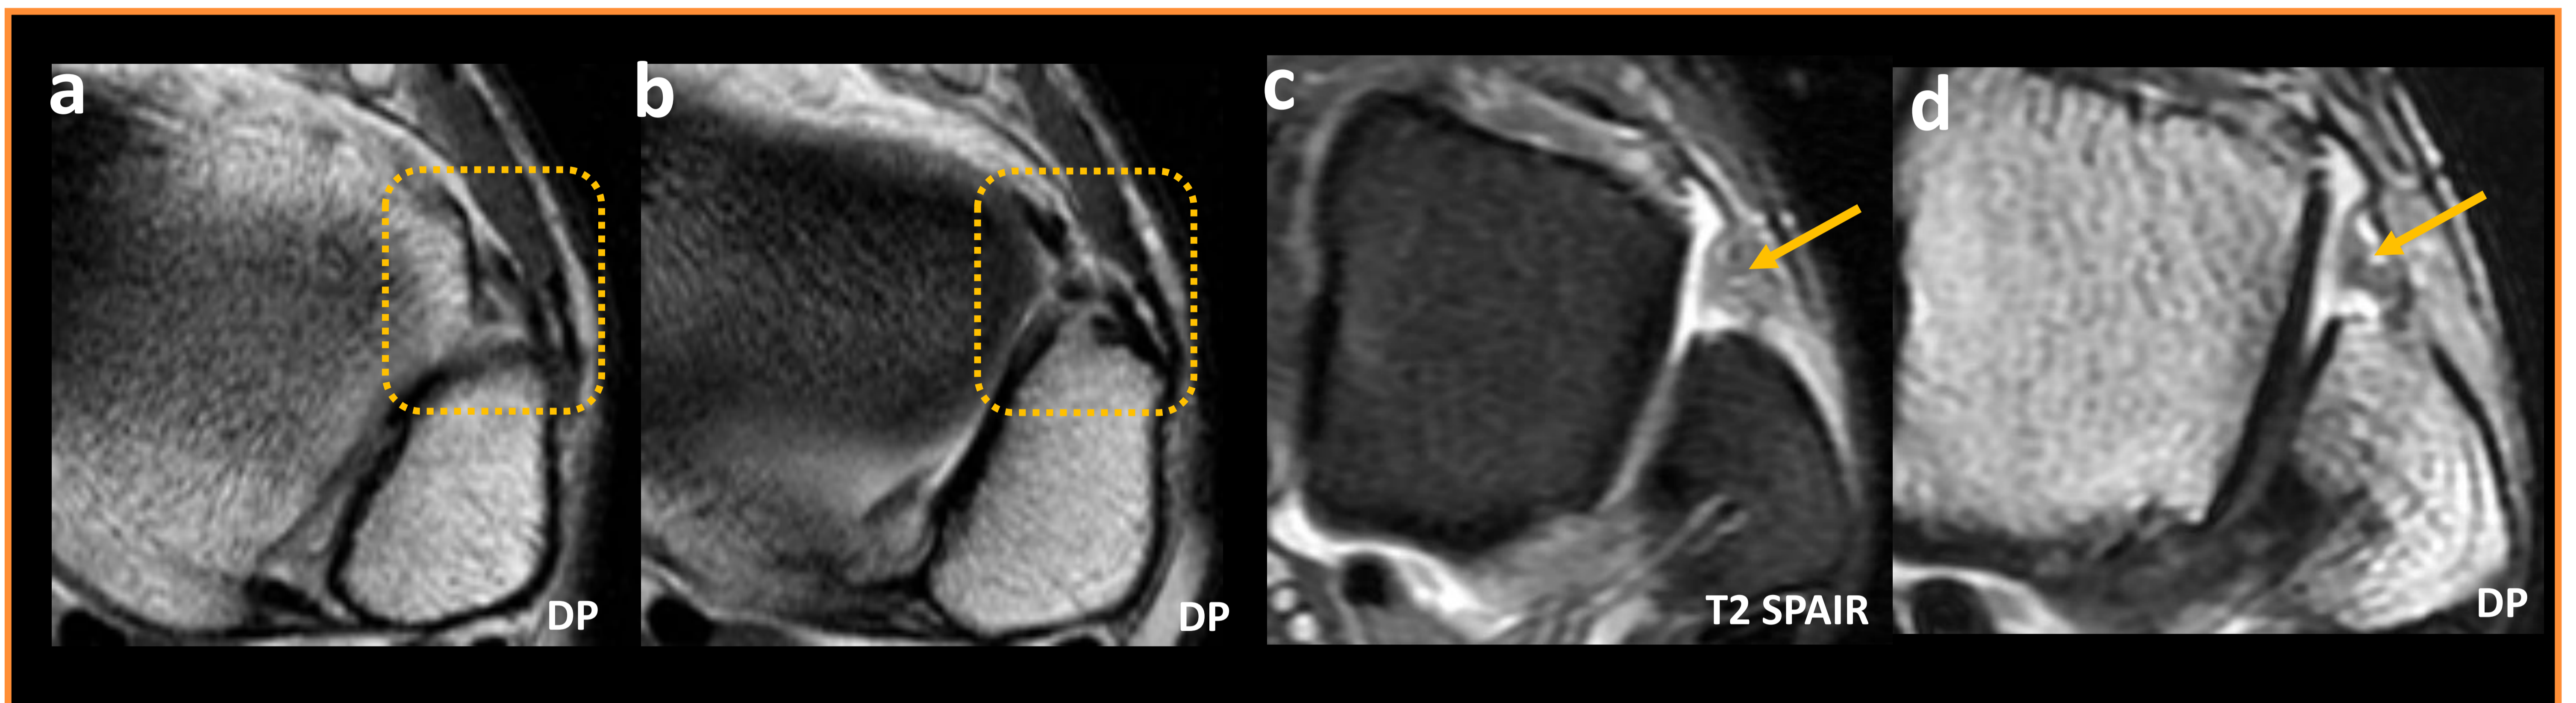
Ligamento tibioperoneo anterior en RM de dos pacientes distintos. En el primer paciente observamos un ligamento normal en varios cortes axiales consecutivos debido a la oblicuidad que presenta (caja amarilla de puntos en a y b). Ausencia por rotura de este ligamento en el segundo paciente (c y d), observándose fibrosis focal en su lugar que determina un síndrome de pinzamiento sindesmótico anterior.
